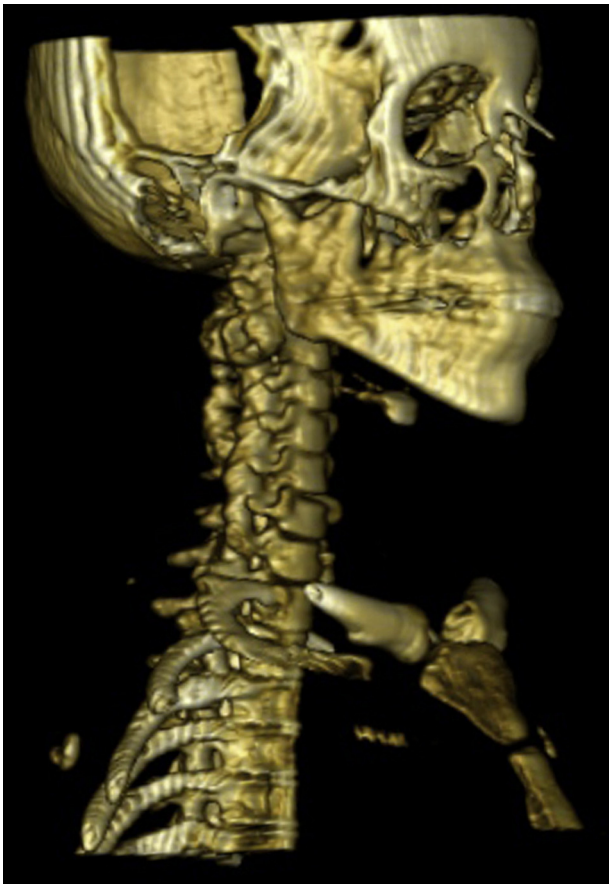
Tomografía axial computada con reconstrucción ósea de columna cervical, se observa tumoración ósea a nivel de C2.
